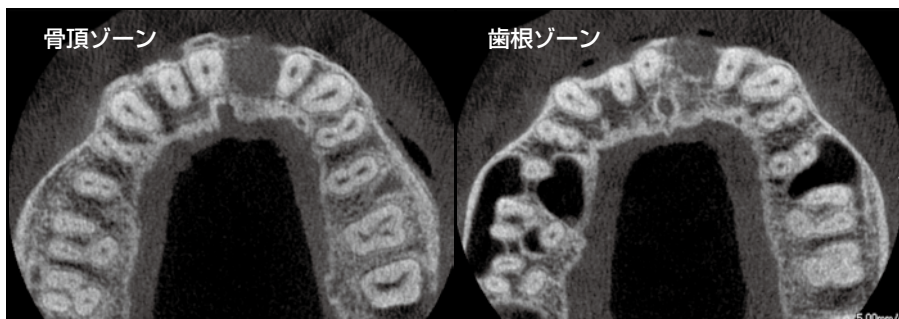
術前のCT水平断所見。歯根ゾーンには辛うじて骨が存在するのが認められる。
